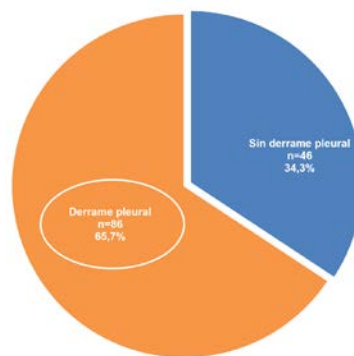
Prevalencia de derrame pleural por radiografía de tórax
